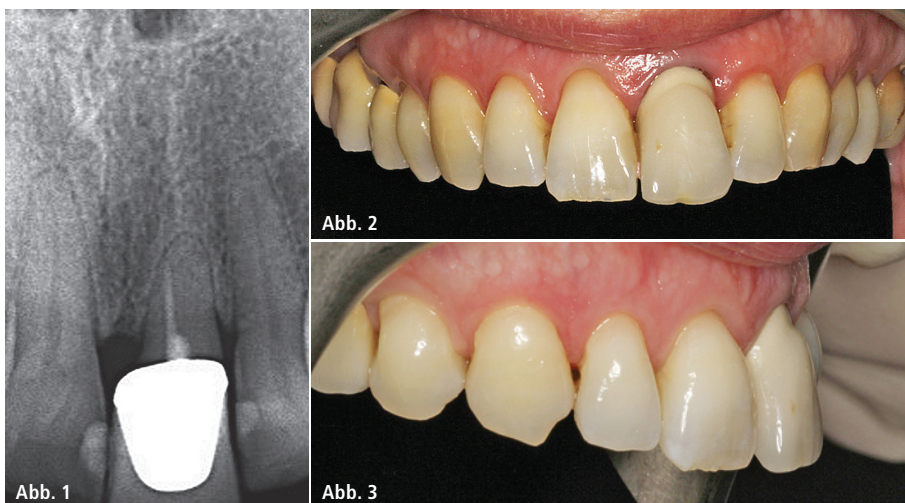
Röntgenologischer Ausgangsbefund. – Abb. 2: Vollständige Frontalansicht der intraoralen Aufnahme. – Abb. 3: Aufnahme der lateralen Zahndetails und des Gingivaprofils.
